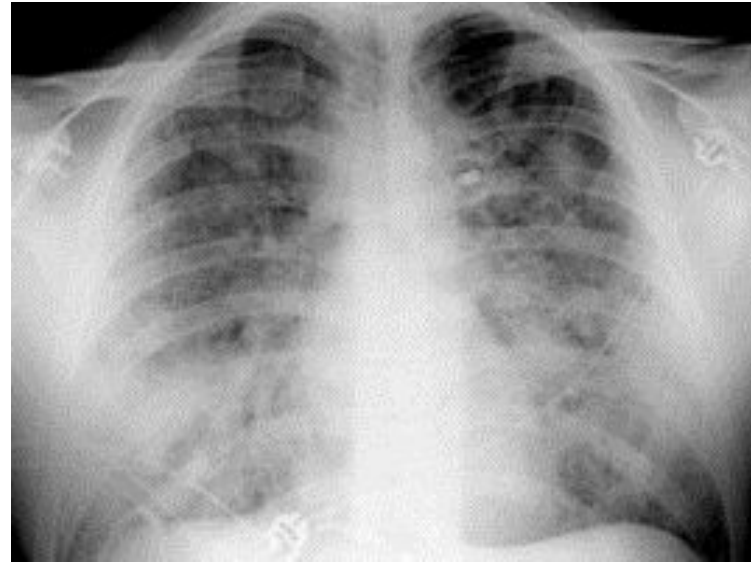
Рентгенограмма легких в прямой проекции. Отек легких
